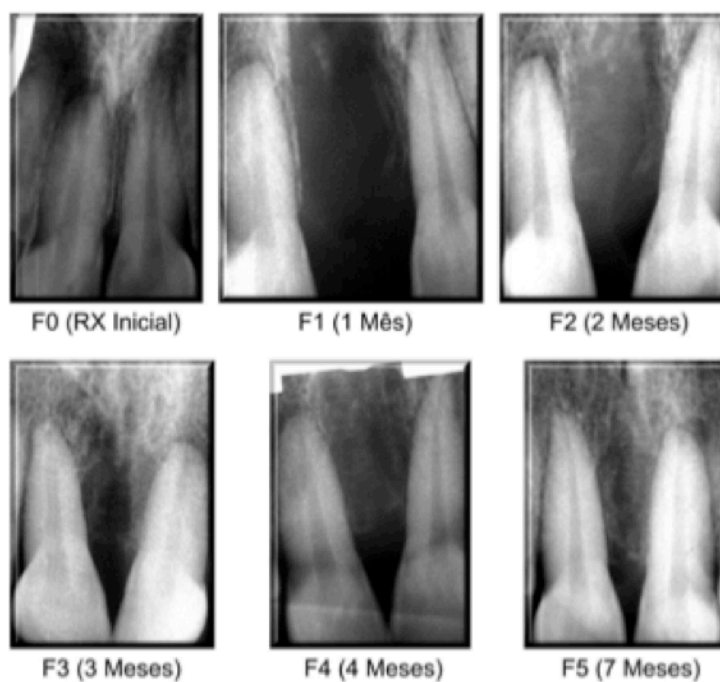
Radiografias digitais SPM anterior do paciente 10, nos tempos medidos no pré-operatório (F0), um mês pós-operatório (F1), dois meses (F2), três meses (F3), quatro meses (F4) e sete meses (F5) do grupo *laser*.
